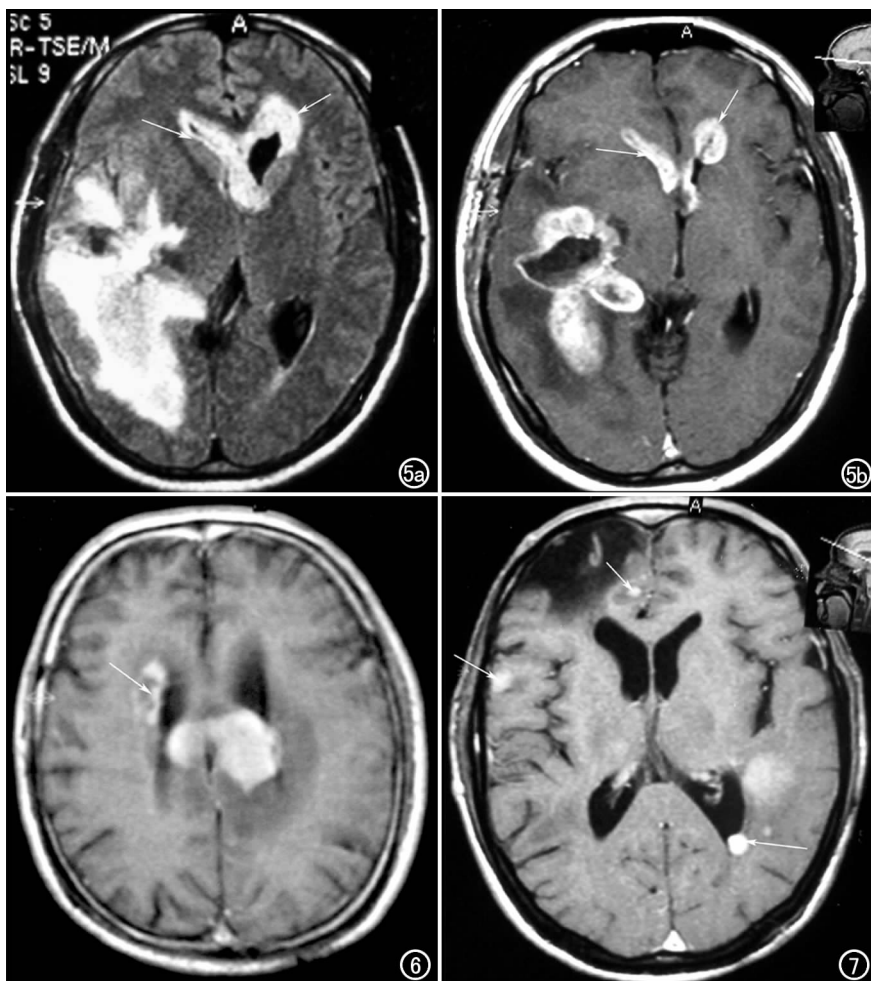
右额叶星形细胞瘤术后。a) 横断面 FLAIR 序列平扫, 示脑脊液为低信号, 双侧侧脑室前角柔脑膜明显增厚, 呈条索样(箭), 显示为高信号, 脑室腔缩小, 右额叶胶质瘤灶与水肿界限模糊; b) 增强扫描示双侧侧脑室前角、右侧侧脑室后角室管膜弥漫增厚强化(箭), 瘤实质强化, 边界清楚。图 6 胼胝体非何杰金氏淋巴瘤。横断面增强扫描示右侧侧脑室前角室管膜增厚强化(箭)。图 7 右额叶星形细胞瘤术后。横断面增强扫描示双侧脑池、脑沟及左侧脑室内脑膜转移, 呈结节状强化(箭)并见脑实质内广泛转移。
